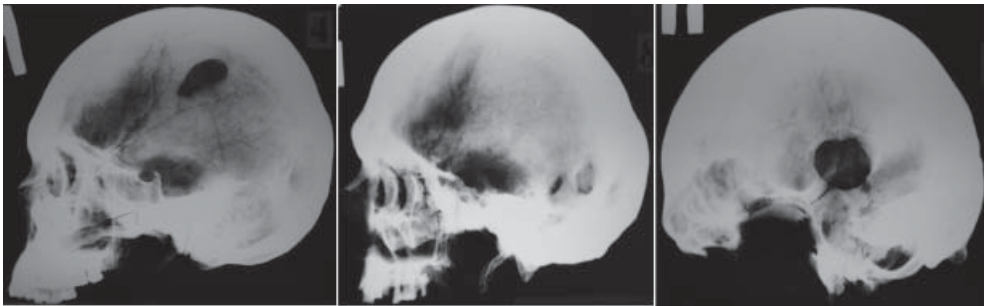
Рентгенография черепов (слева – направо) № 4, 8, 5 с прижизненными повреждениями.
